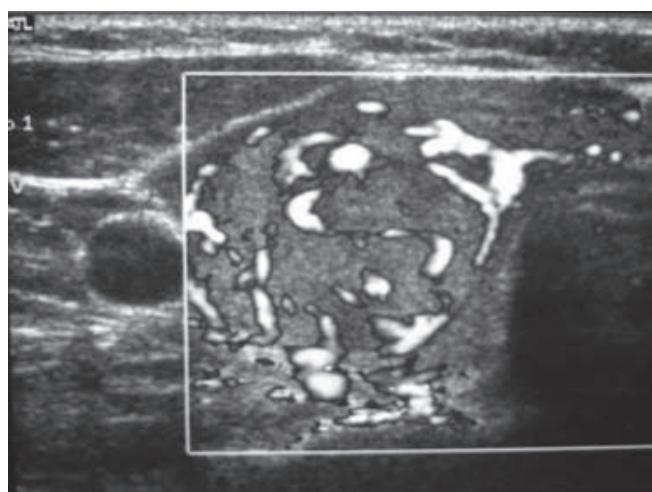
Mismo nódulo visto con ultrasonido Doppler donde se observa vascularidad intranodular.
